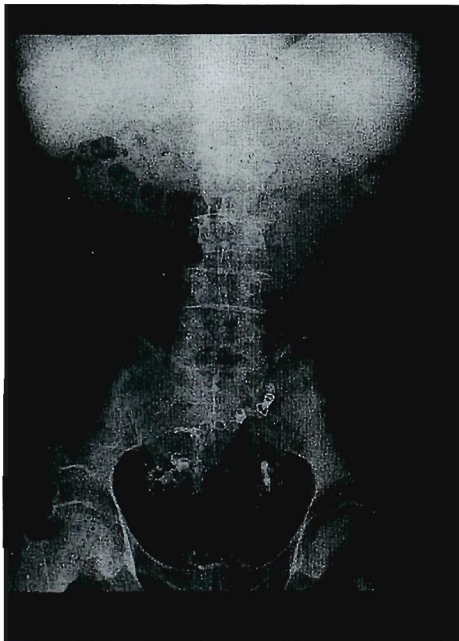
Abdominal-x-ray film (post TAE): Radiopaque areas are seen at corresponding dilated bilateral iliac arteries, and steel coils are also visualized.
